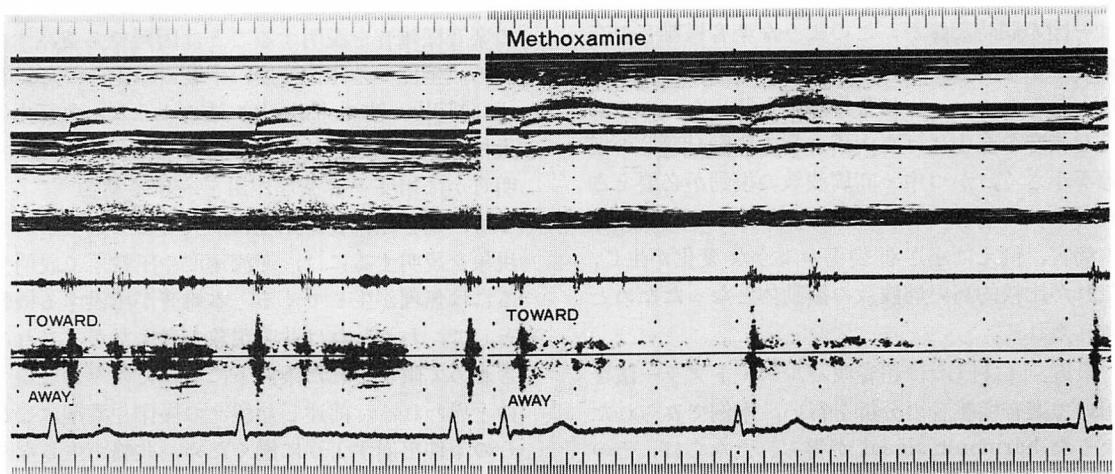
Pulsed Doppler echocardiograms showing a cooing murmur and harmonic signals simultaneously disappeared by the injection of methoxamine.
